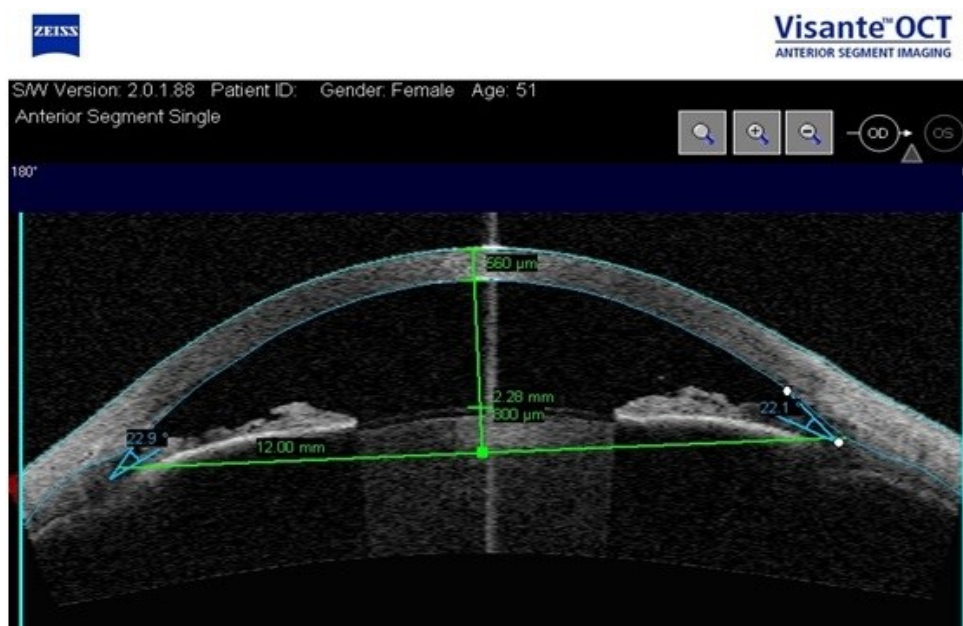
Визначення товщини рогівки на оптичному когерентному томографі Visante OCT у пацієнта В.
